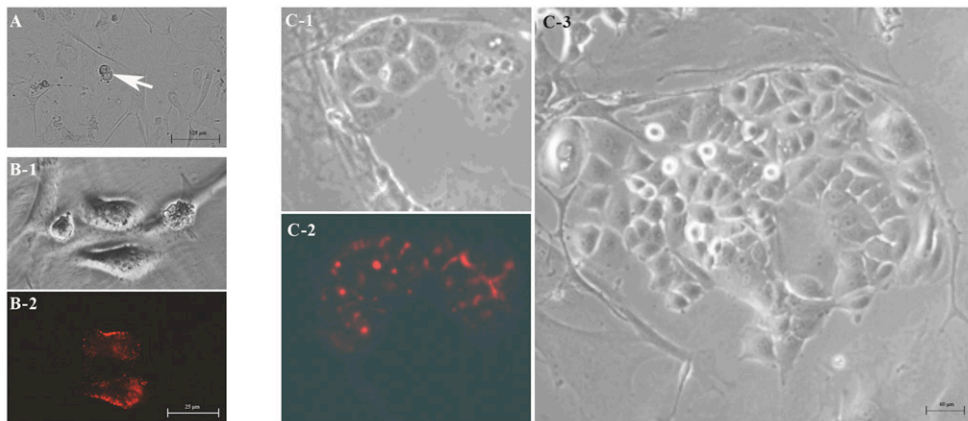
EpCAM-Lebendfärbung an MDA-MB 468 Zellen zwischen *Feederlayer*-MEF. A = zwischen den MEFs schwer detektierbare TC, B = EpCAM-positiv TC, B-1: Durchlicht, B-2: TRIC-Kanal; C1+2 = EpCAM-positiv TC-Kolonie, C3 = Zellen konnten nach EpCAM-Färbung weiter kultiviert werden (48h nach Färbung).
